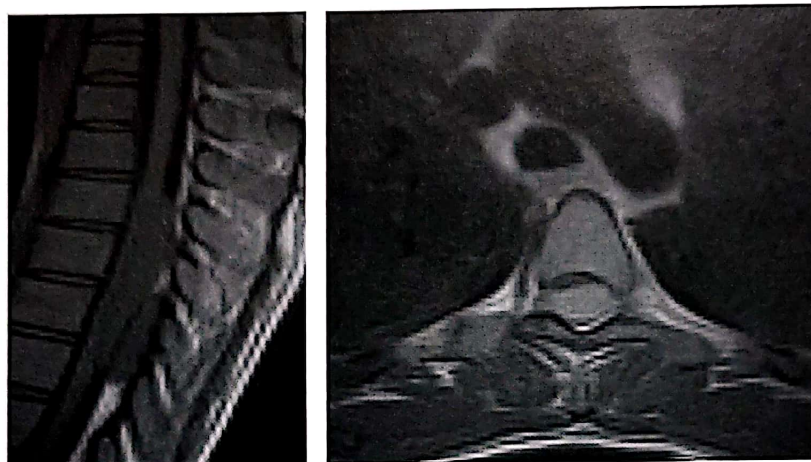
Neurofibrom intramedular cu importantă componentă exofitică: aspect IRM - arhiva personală.
